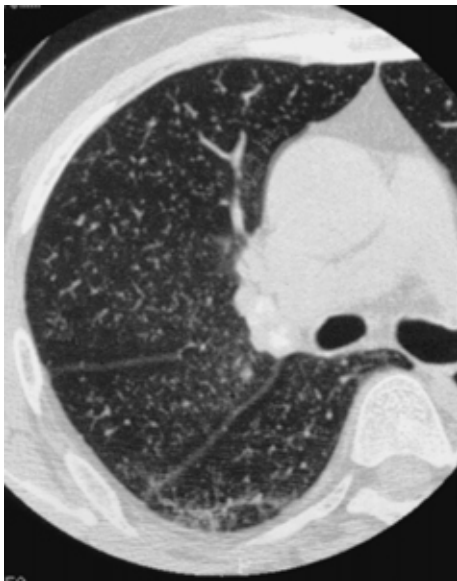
High-resolution computed tomography revealing diffuse micronodular shadows.
